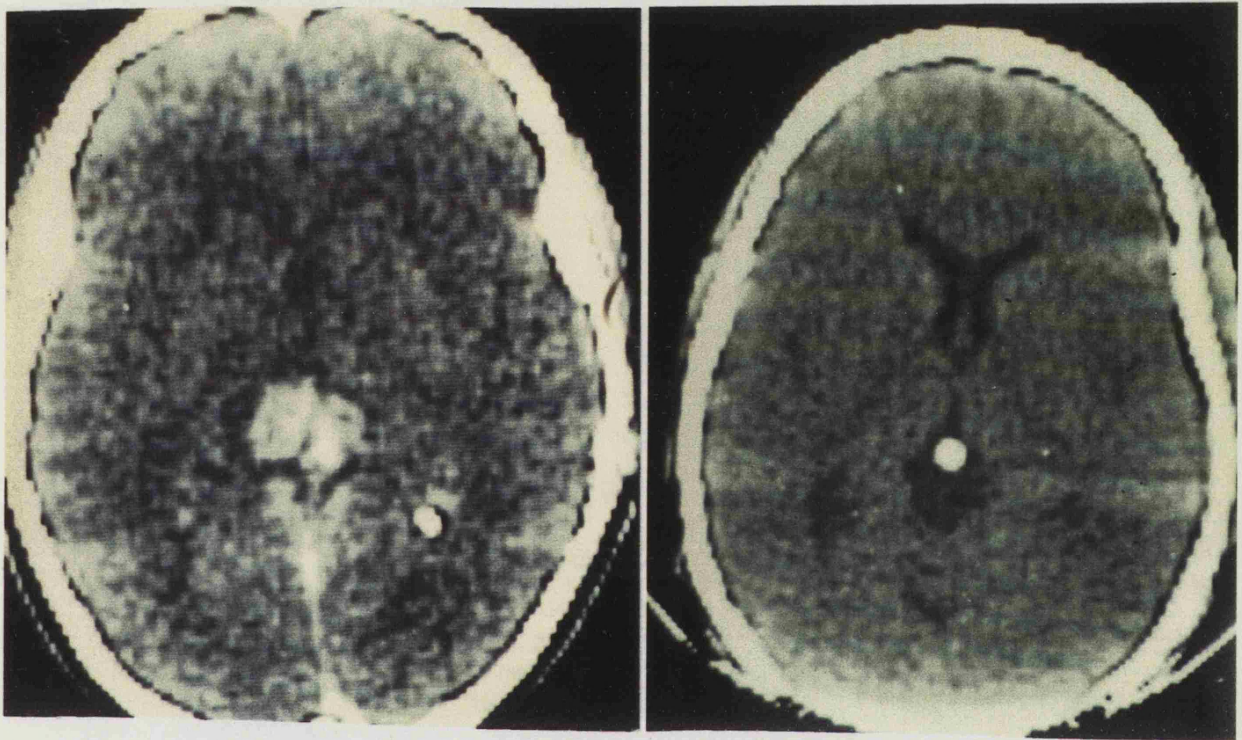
TAC, tras administración de contraste, en un germinoma de la región pineal. A la derecha, tras finalizar radioterapia. (Caso 12).
